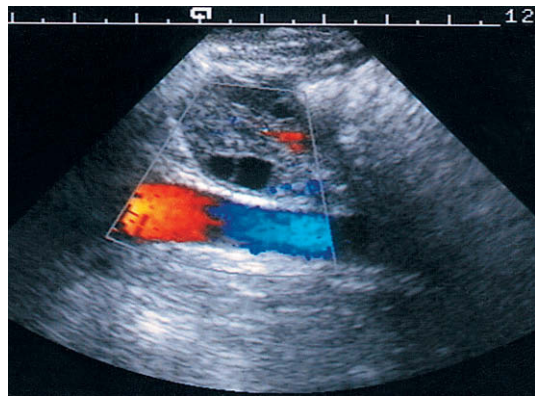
Estudio con Doppler de la fosa ilíaca izquierda mediante compresión. El ovario izquierdo se muestra anterior a la arteria ilíaca externa. Existe una pequeña cantidad de flujo intraparenquimatoso en el ovario. El aparente flujo bidireccional en la arteria ilíaca está causado por la geometría de la arteria ilíaca proximal, la cual muestra flujo hacia el transductor mientras que la arteria distal presenta flujo que se aleja del transductor.
